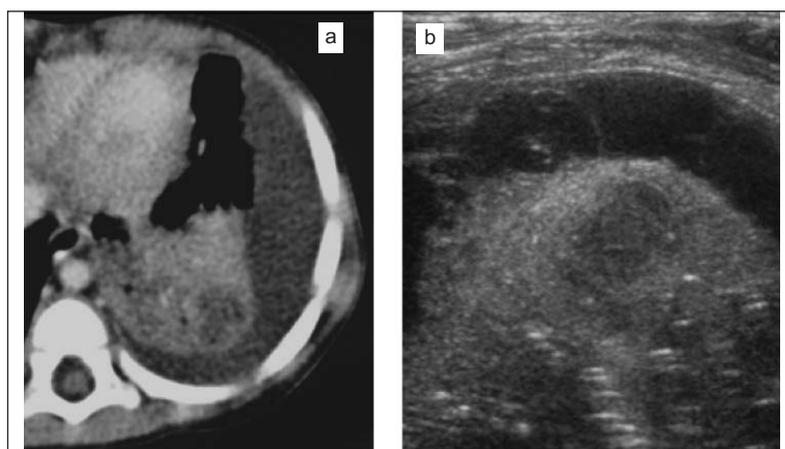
a) TC de tórax con contraste demostrando el derrame hipodenso, homogéneo y un área de necrosis no impregnada con el contraste en el parénquima pulmonar consolidado. b) US contemporáneo demostrando los mismos hallazgos y agregando información sobre las cualidades del mismo (presencia de septos y tabiques).
